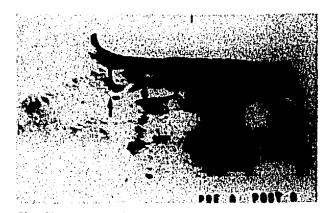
Ecosonografía abdominal que demuestra la permeabilidad del injerto aortomesentérico (flechas)
